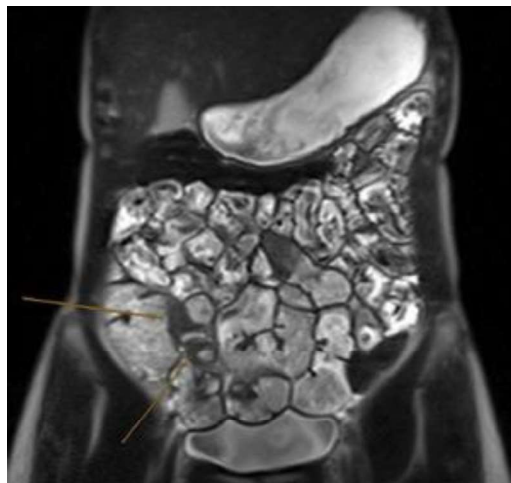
Resonancia donde se observa tumoralización a nivel del íleon terminal (flechas claras).
